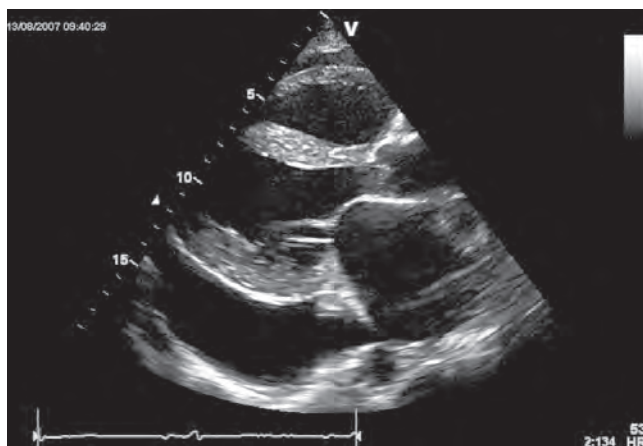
Ecocardiografie transtoracică parastenal ax lung.
